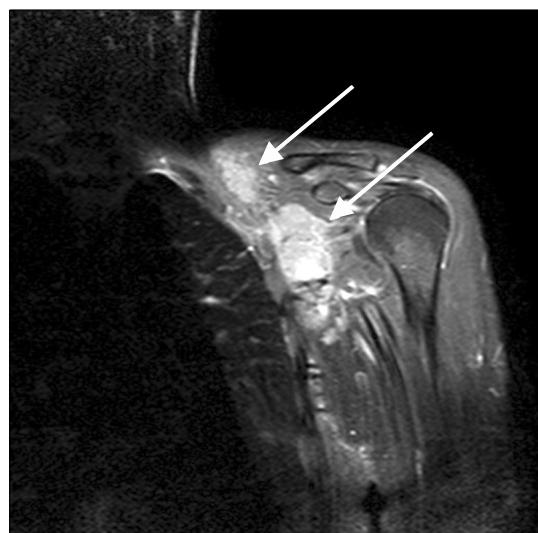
Magnetic resonance imaging (MRI) showing multiple conglomerated metastatic lymph nodes from left supraclavicular fossa along the left subclavian vessels and brachial plexus.
